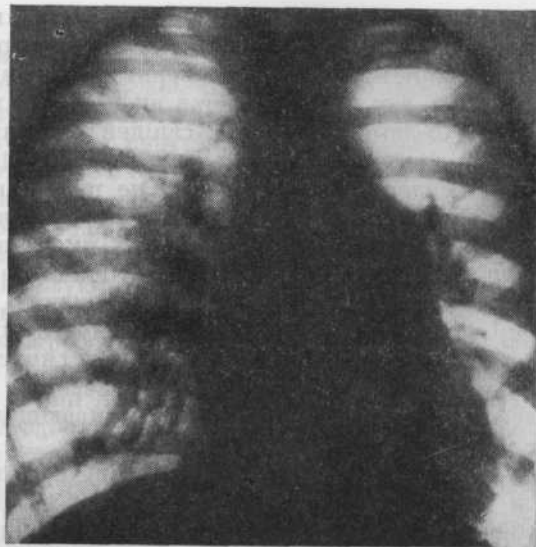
Рентгенограмма грудной клетки больного с открытым артериальным протоком и большим артерио-венозным сбросом крови (переднезадняя проекция).
